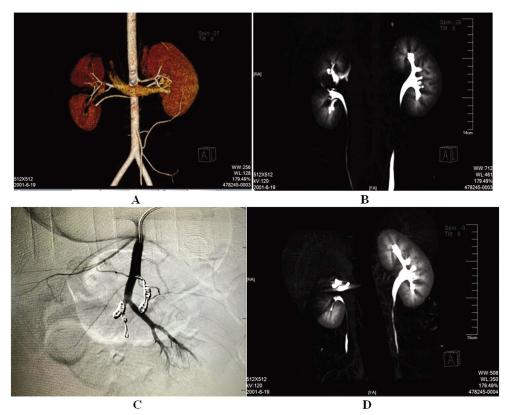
A.术前 CTA 提示右肾断裂伤;B.CTU 提示断裂右肾中下极连接着输尿管;C.行介入肾动脉超选择性肾亚段动脉弹簧圈栓塞;D.术后 3 个月复查提示存留右肾中下部显影良好。
